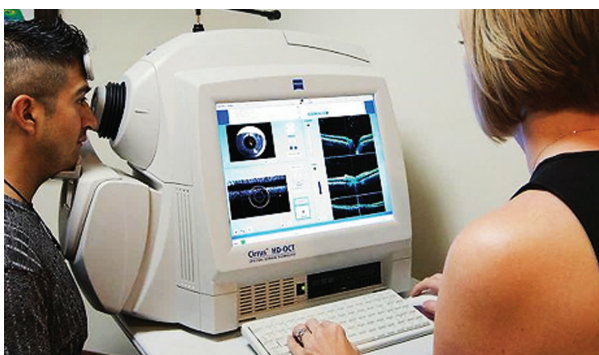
Метод оптической когерентной томографии
